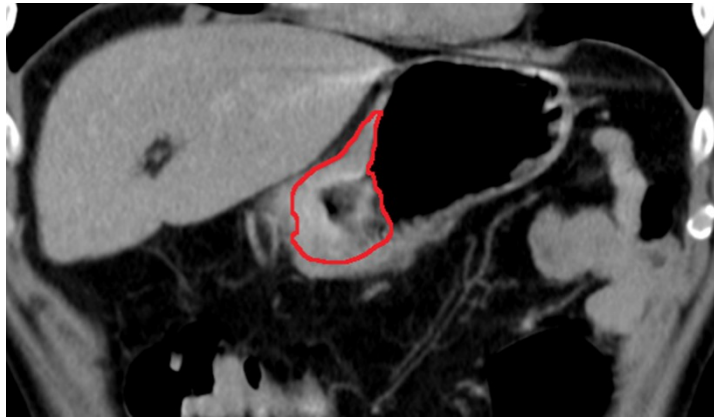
КТ-визуализация основного опухолевого процесса на оценки эффективности противоопухолевого лечения (11.2020) (пациент Д., 57 лет).
